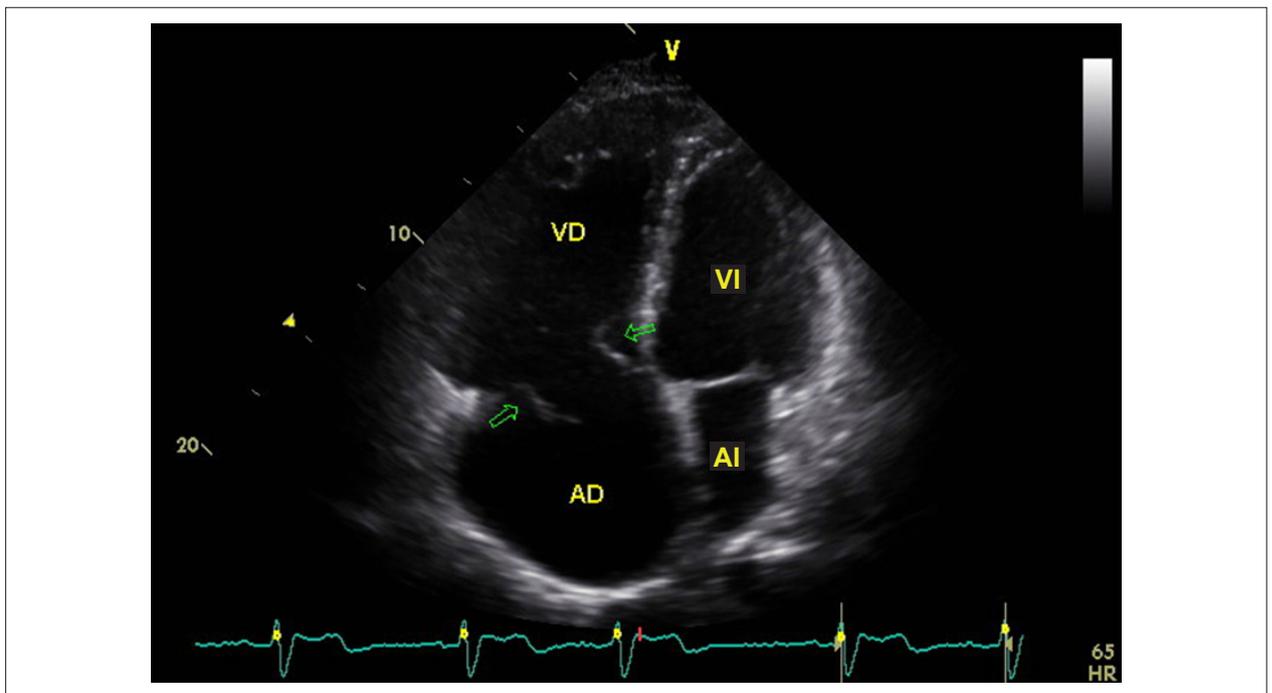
Corte apical de 4 cámaras al ecocardiograma, evidenciando ruptura de los velos de la válvula tricúspide (flechas).
